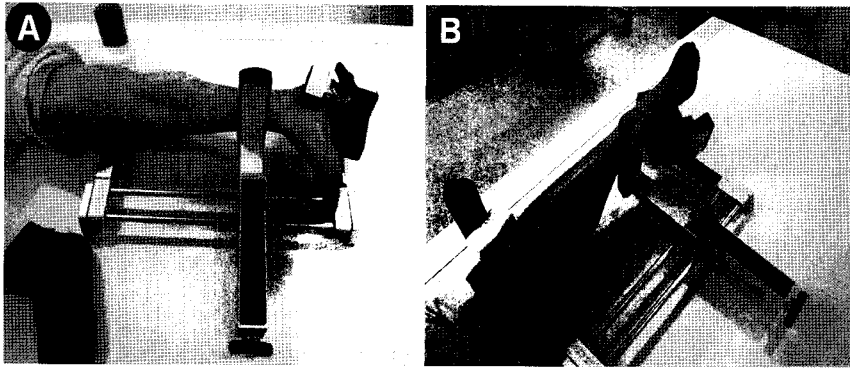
(A) Photograph showing anterior-draw stress radiograph using Telos device. (B) Photograph showing varus stress radiograph using Telos device.
